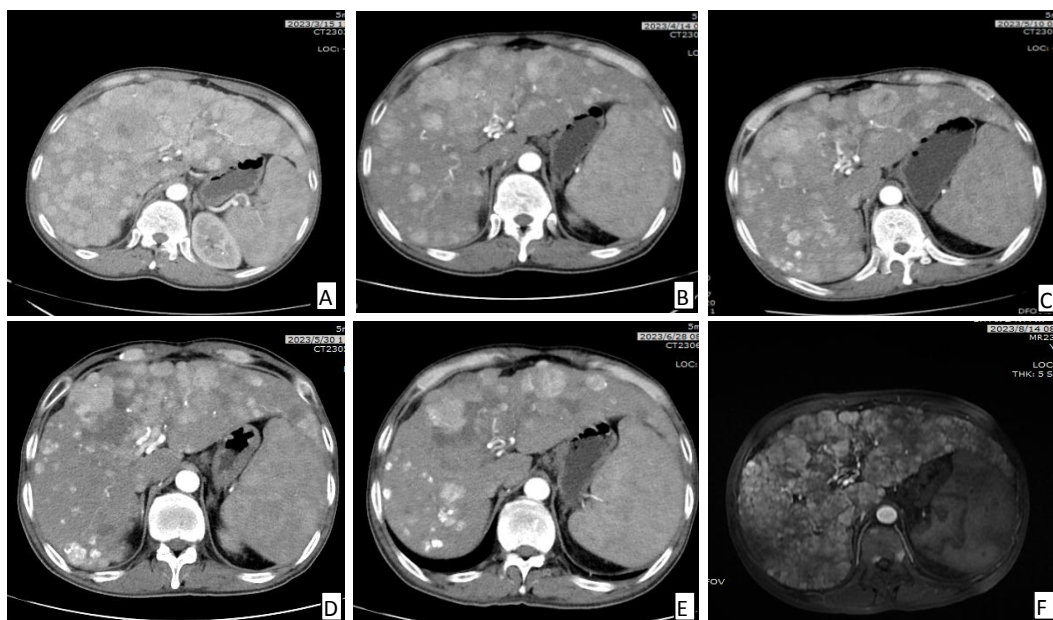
患者2023年3月至8月肿瘤CT和MRI变化
